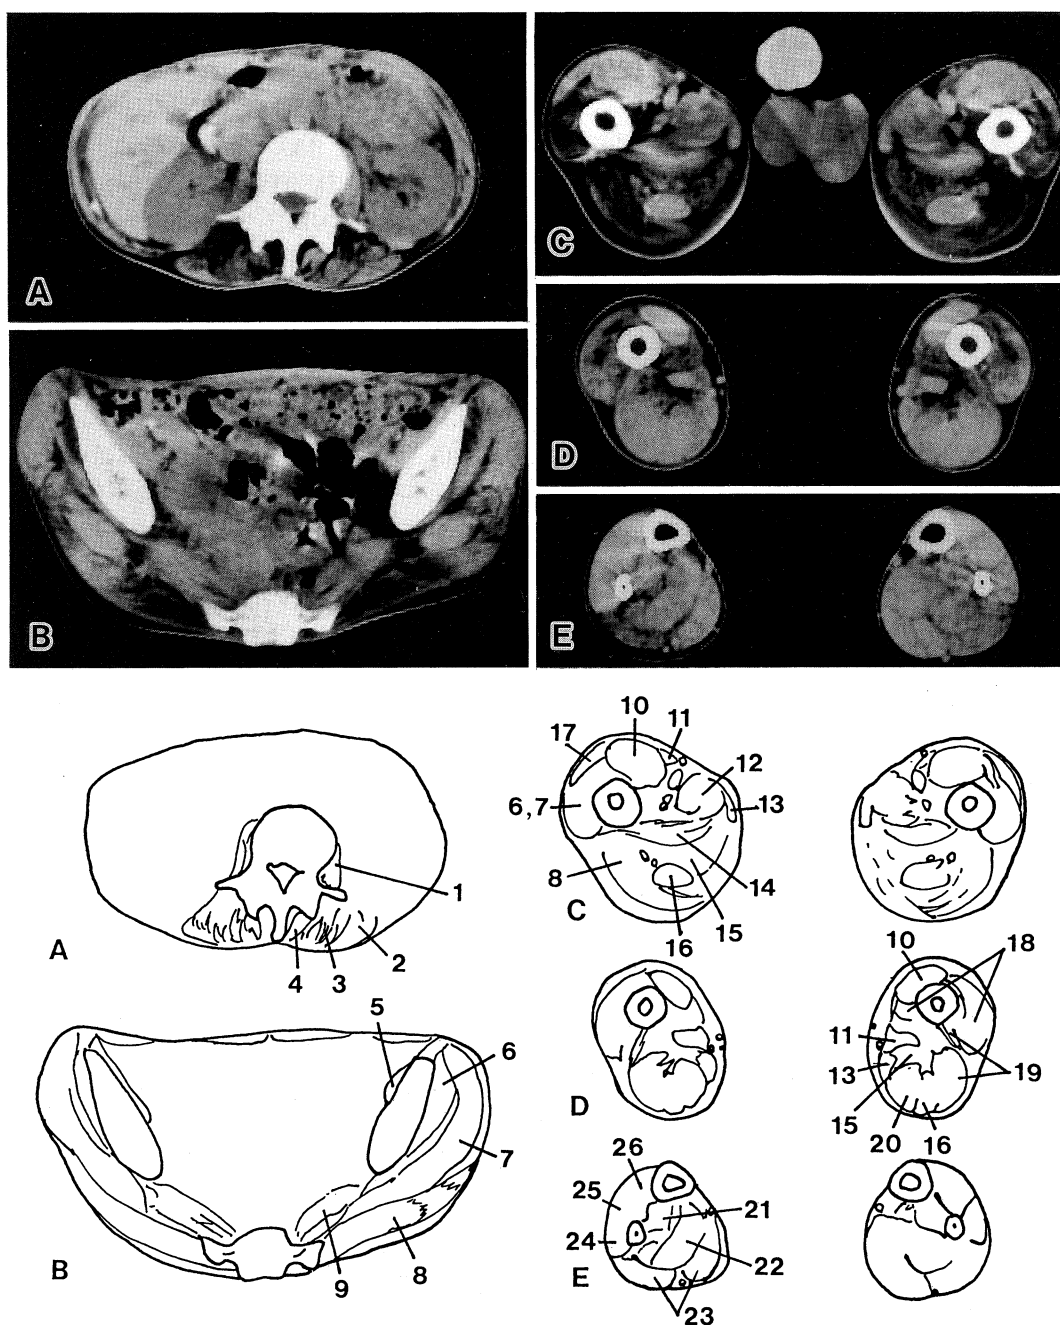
Skeletal muscle CT. Transverse section through the kidneys (A), through the pelvis (B), under the hip joint (C), through the middle of the thigh (D), through the middle of the lower leg (E).
